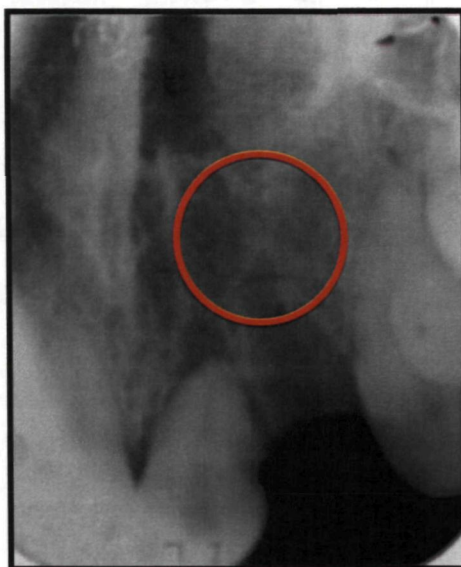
Та же больная. Отпечаток прицельной рентгенограммы перед проведение операции реплантации
